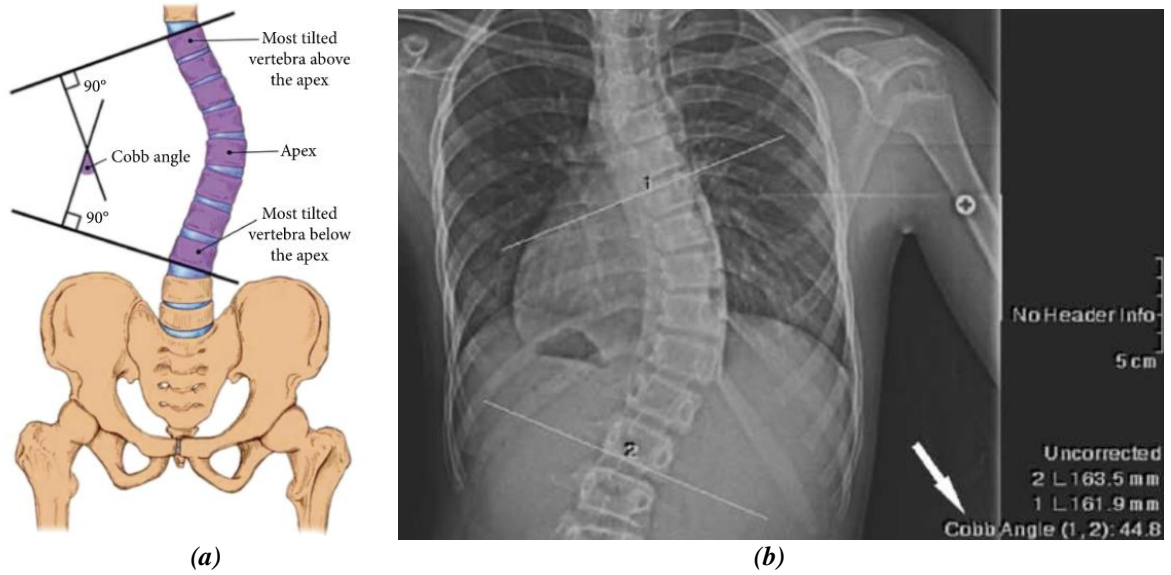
Skolyoz hastalığı olan bir omurgaya dair röntgen görüntüleri [30].
